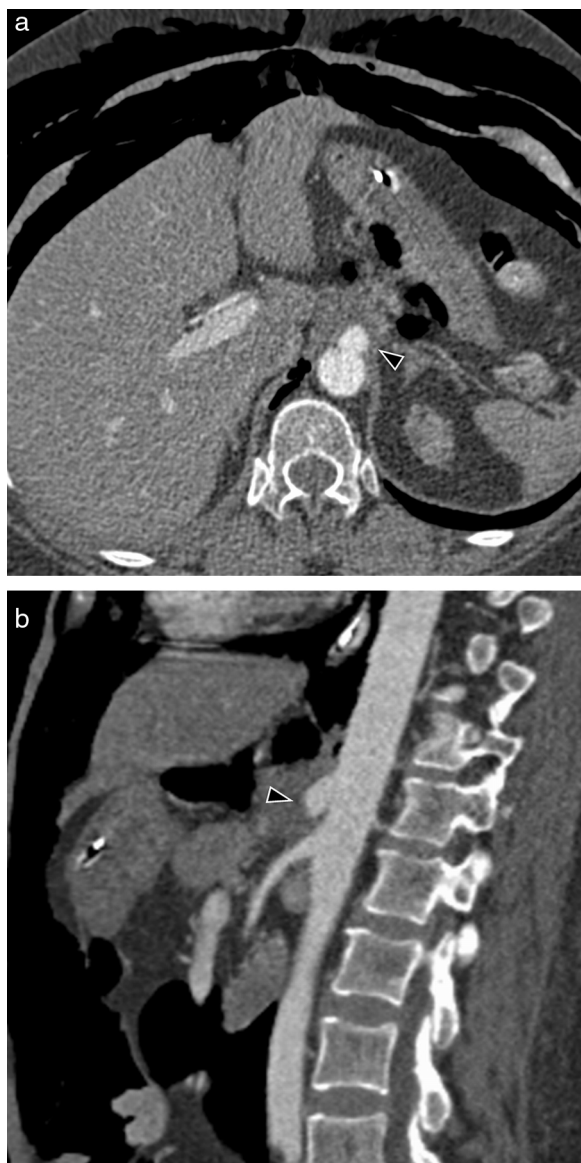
Enfermedad de Behçet en una mujer de 44 años con úlceras genitales. a) Imagen axial de TC con contraste donde se observa un aneurisma en la aorta abdominal proximal, justo en la salida del tronco celiaco (cabeza de flecha). b) Reconstrucción MPR sagital que muestra oclusión distal al aneurisma del tronco celiaco (cabeza de flecha). Nótese el gran enfisema subcutáneo toracoabdominal, neumoperitoneo y retroneumoperitoneo secundarios a barotrauma por intubación.
